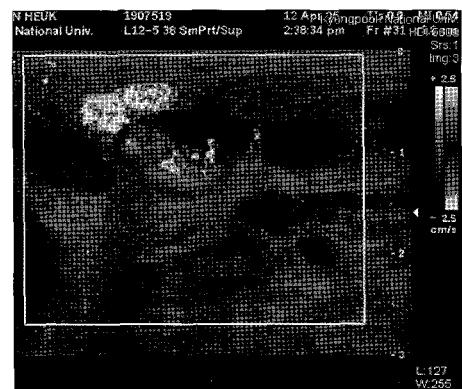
Neck USG: Benign swelling with centrifugal pattern, reactive hyperplasia.
